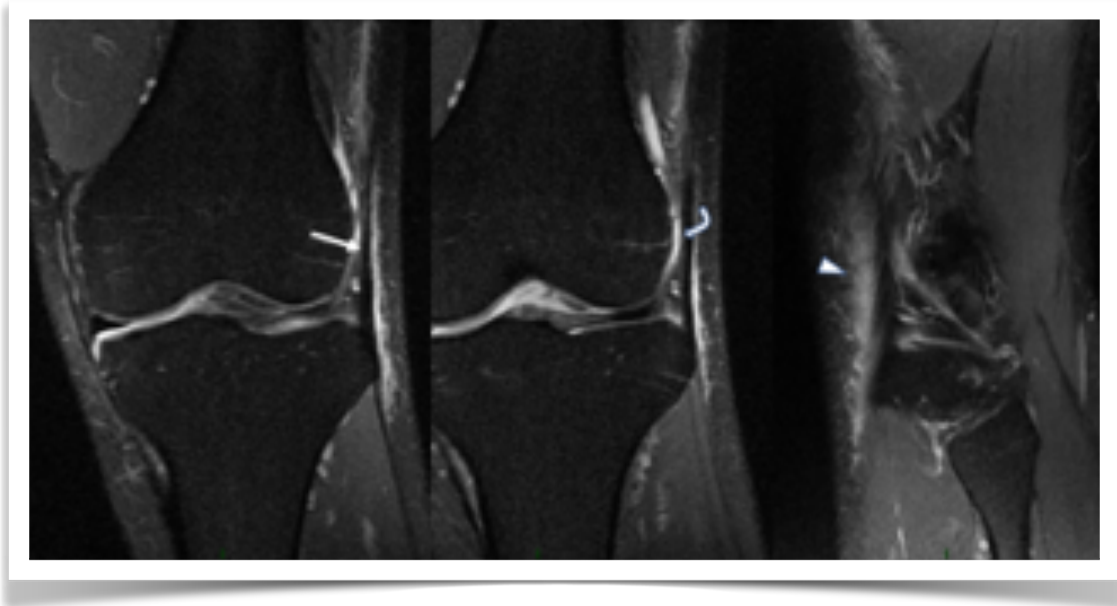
Fricción de la banda iliotibial: En RM engrosamiento de la banda iliotibial en plano coronal (flecha recta), líquido entre la cortical del cóndilo y la banda (flecha curva) y edema en tejido blando adyacente (cabeza de flecha).
